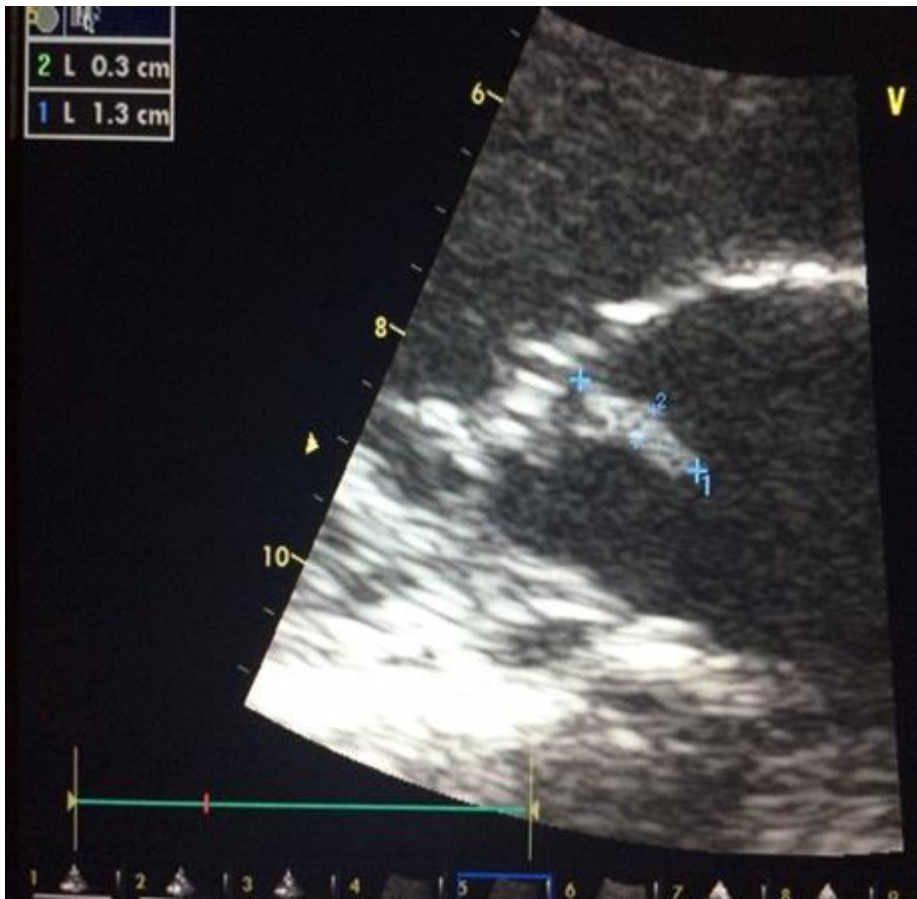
Aspect échocardiographique d'une végétation de la GVM
